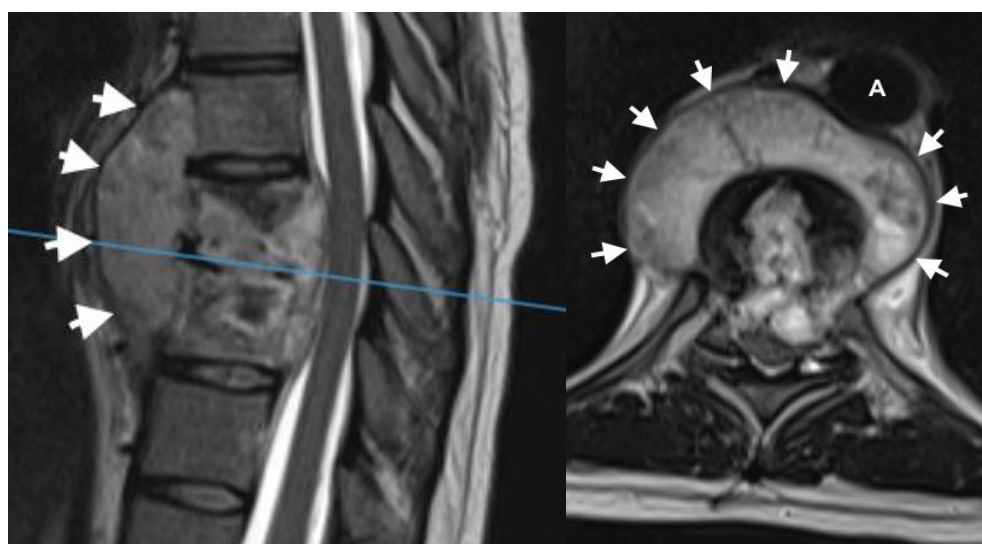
Imagens de Ressonância Magnética da coluna torácica, cortes sagital ponderado em T2 e axial ponderado em T2. É possível observar a
